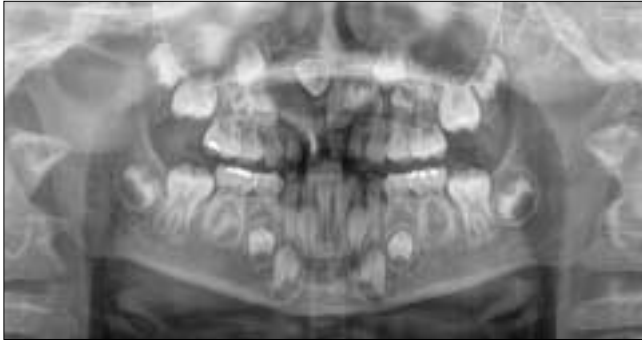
Panoramic view 와 periapical view.
